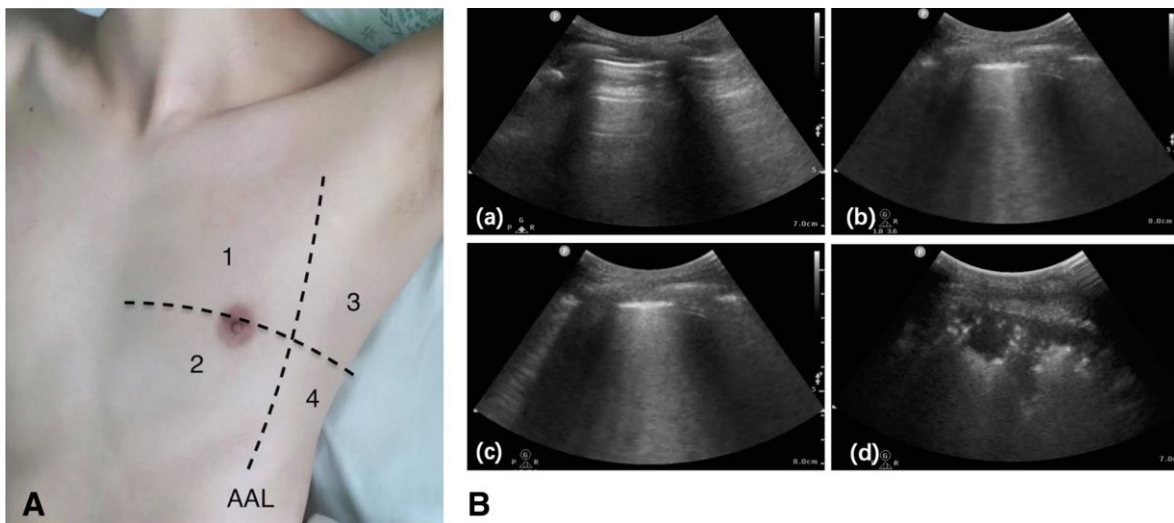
Protocolo de examen de ultrasonido pulmonar de ocho zonas y patrón de ultrasonido pulmonar. A: Cada hemitórax se divide en cuatro cuadrantes: zonas anterior y lateral (separadas por las líneas axilares anteriores) con cada una dividida en porciones superior e inferior. AAL indica la línea axilar anterior. B: patrón de ultrasonido pulmonar. (a): patrón A; (b): patrón B1; (c): patrón B3; (d): patrón C (consolidación pulmonar). Tomado de: Yin et al. BMC Pulmonary Medicine (2019) 19:1
